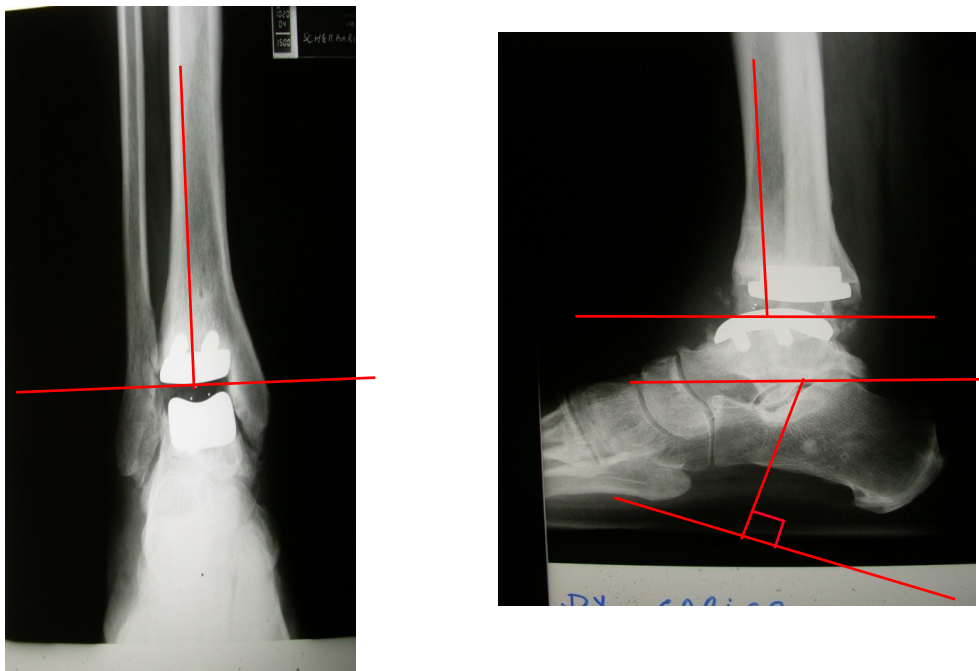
Radiografie per la valutazione angoli di posizionamento delle componenti. Angolo alfa: si valuta
